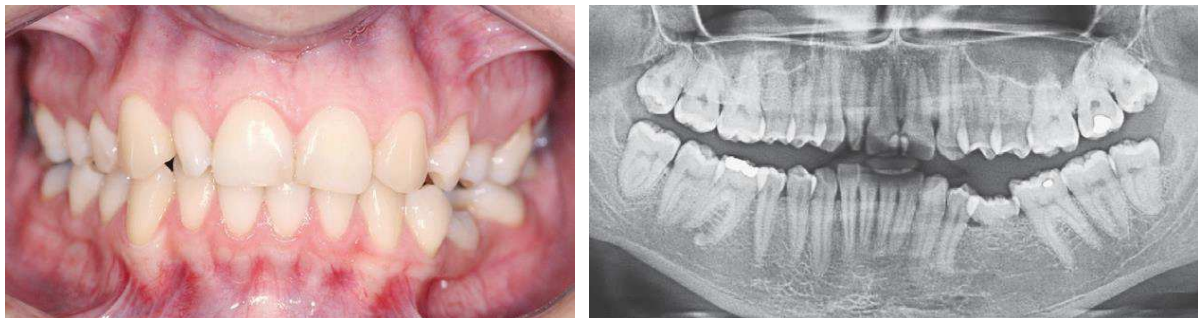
vue clinique et radiographie initiales (source Farret et coll 2016)
